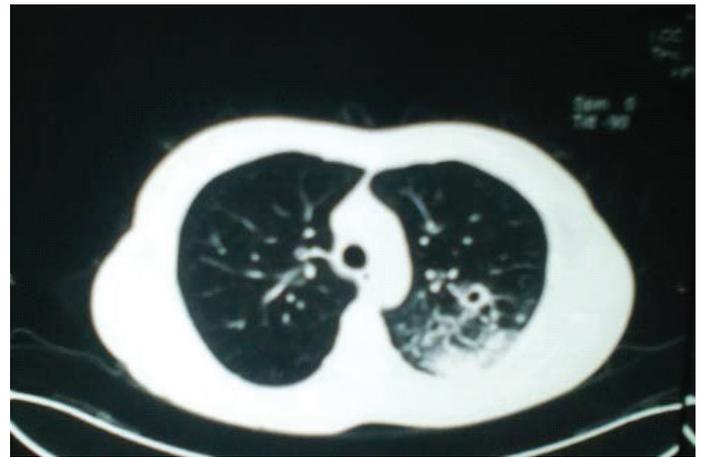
TAC de tórax: imagen compatible con caverna a nivel basal izquierdo y consolidado peri-lesional.
